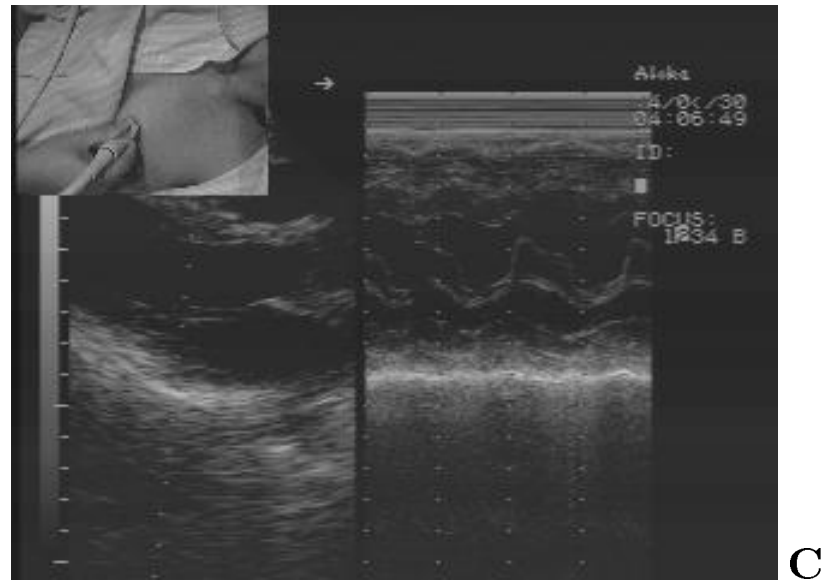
タイ/日本医用超音波動画像遠隔医療実験 Diagnosis Mode の伝送画像: C は心臓の弁の B-M モード画像。D は胎児の背骨の B モード画像。
